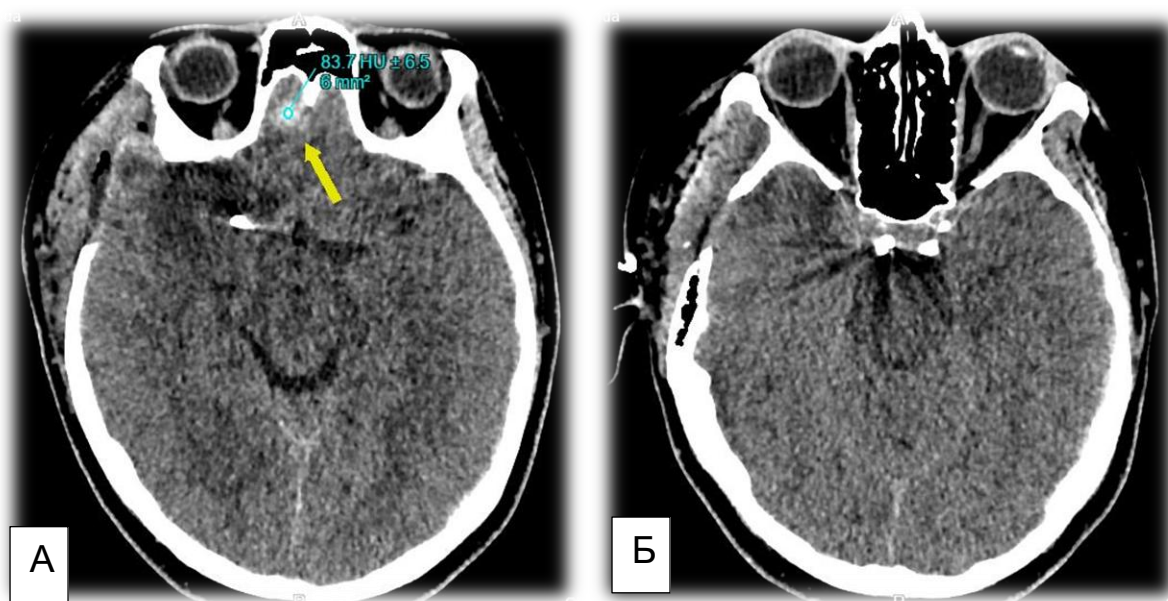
А.Б. Компьютерная томография, первые сутки после операции. А.Б – аксиальные срезы послеоперационной зоны ишемии лобной доли головного мозга, очаги кровоизлияния показаны жёлтой стрелкой. Видны артефакты от клипсов.
